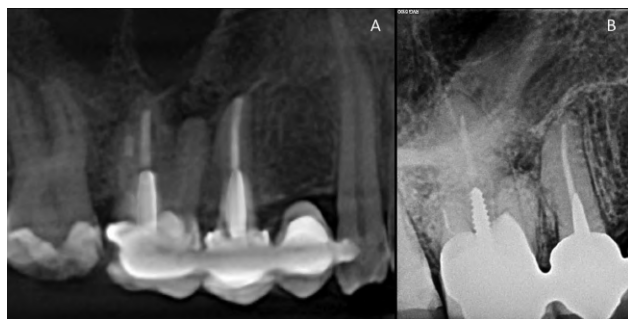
Imagen de tomografía, corte sagital (A), y radiografía (B) de la misma pieza dental derivada para retratamiento. En la imagen A, el anclaje radicular aparece sobredimensionado por la distorsión del brillo metálico.
